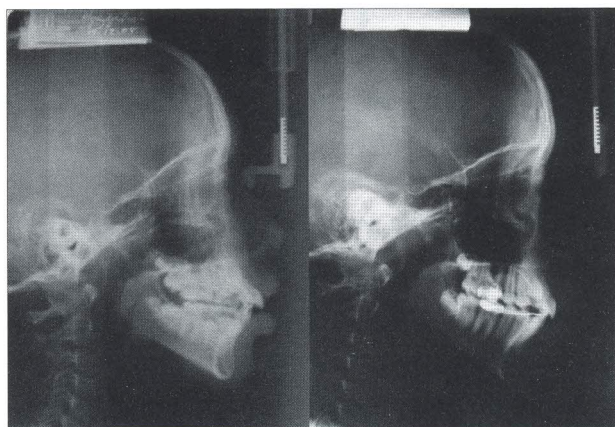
Radiografías cefalométricas, inicial y 14 meses después.
